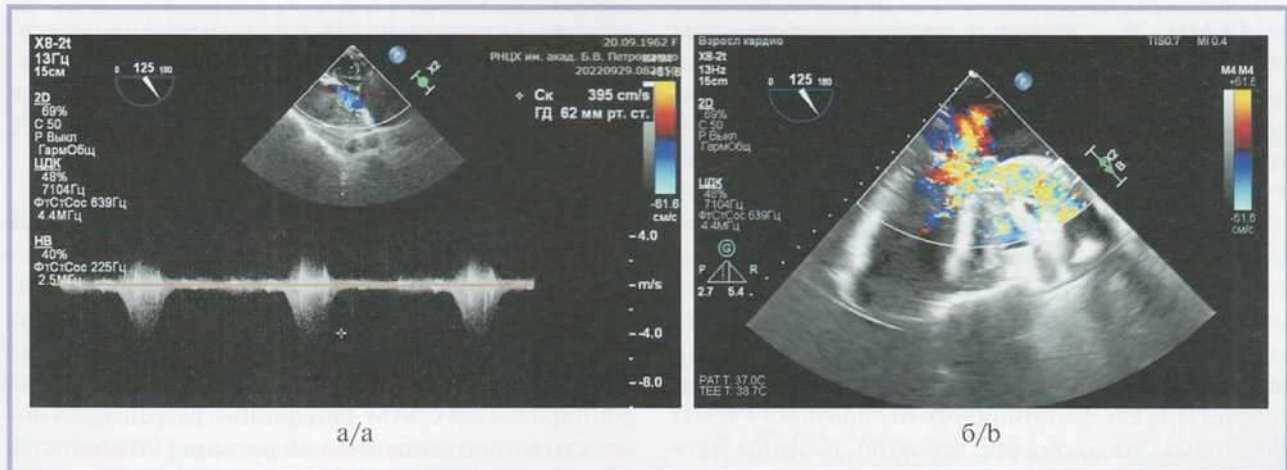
Интраоперационная чреспищеводная эхокардиография, трансгастральный доступ.
